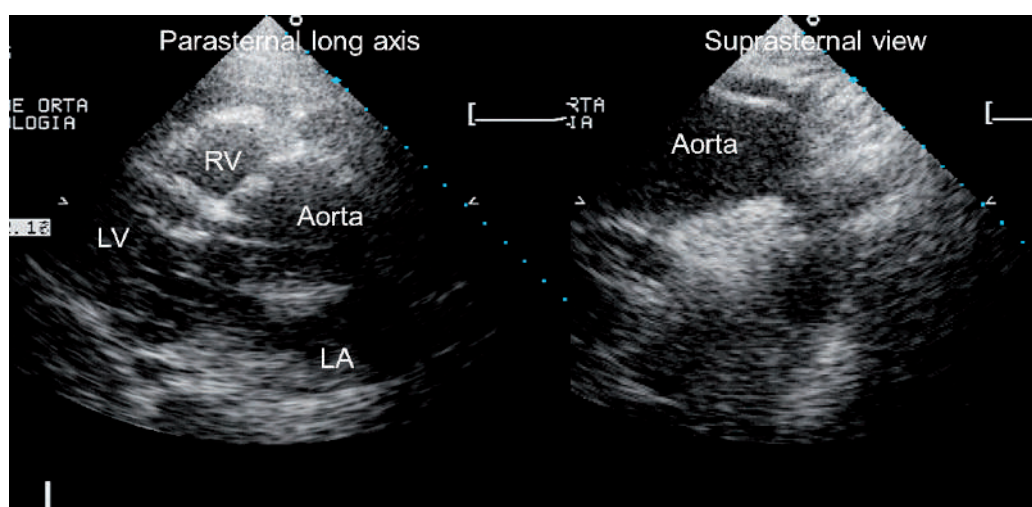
The final result of surgery with an almost normal echocardiogram.
